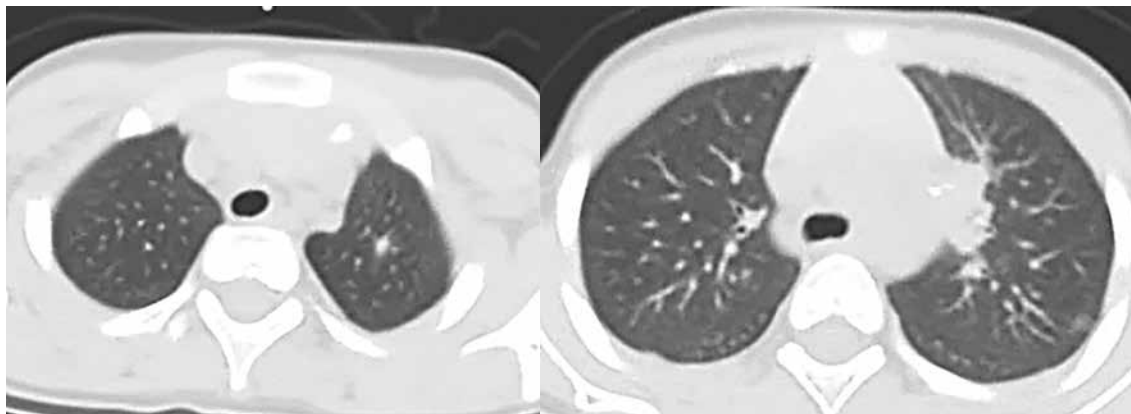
Компьютерная томограмма органов грудной клетки ребенка Р., 4 лет (в начале лечения): очаг в S_{1-2} левого легкого, увеличенные внутригрудные лимфатические узлы бронхопульмональной группы слева с участками кальцинации
